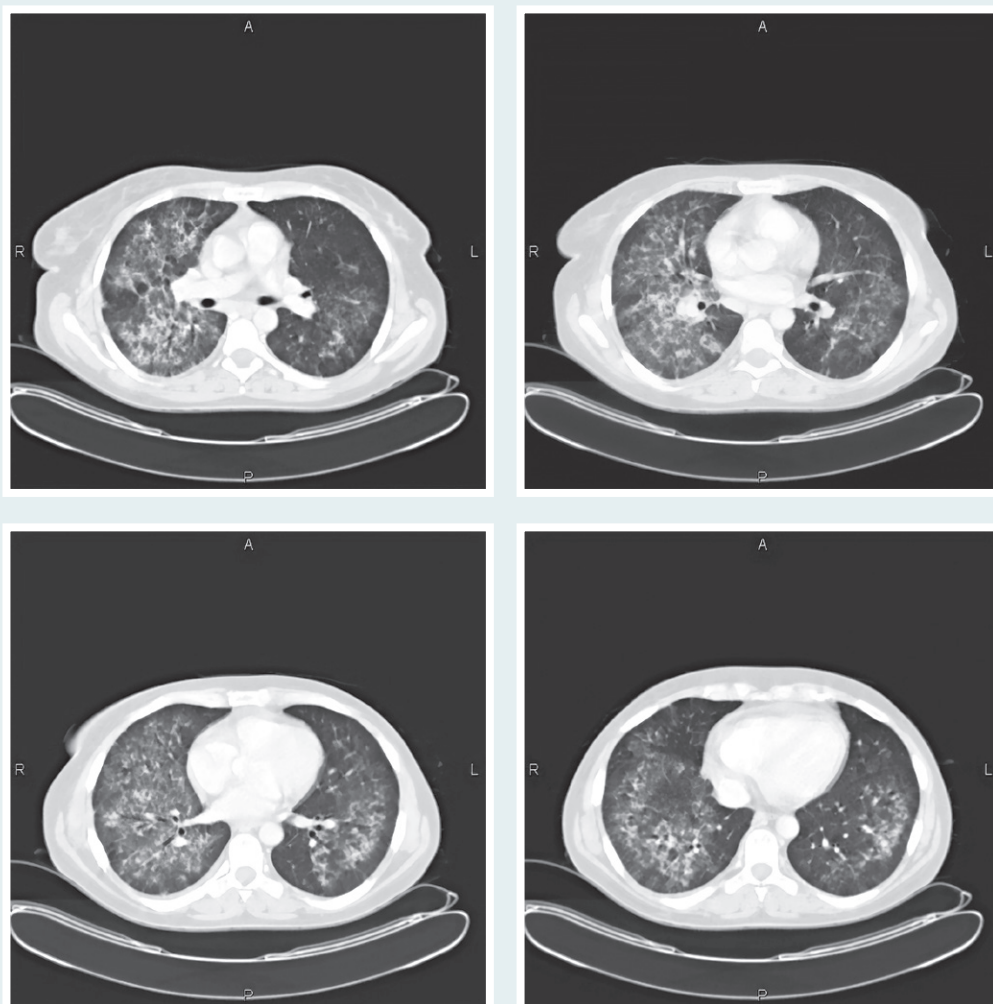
CT scan of the patient A. Multiple focal of infiltration of the pulmonary tissue of round and irregular shape, thickening of the interstitial membranes, fibrinous changes, hollow structures, lymphadenopathy of the mediastinum.
